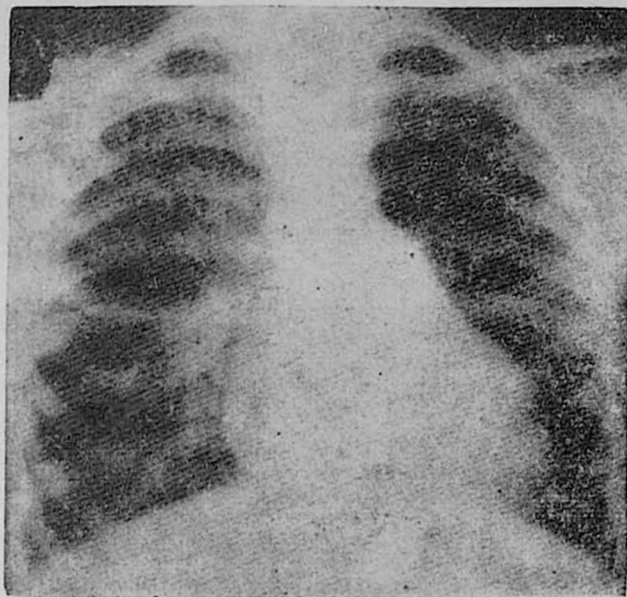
Рентгенограмма больного А., 7 лет, с высоким дефектом межжелудочковой перегородки, осложненным легочной артериальной гипертензией (90 мм рт. ст.). Четко определяется асимметрия легочного сосудистого рисунка. Относительная гиповолемия левого легкого по сравнению с правым.
